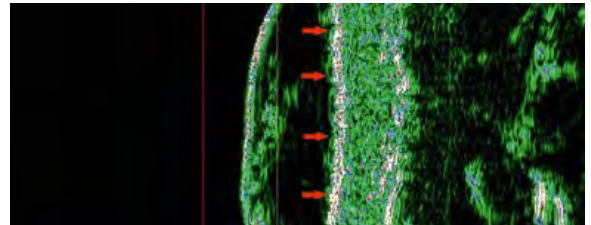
УЗИ кожи в 1-й группе через 21 день от начала исследования.
